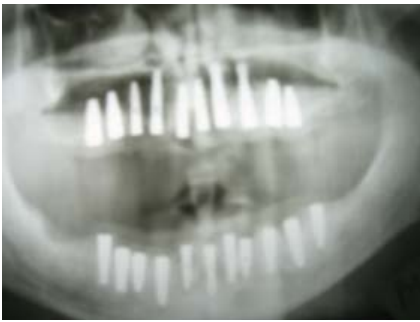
Radiografia de control la a 2-a zi
